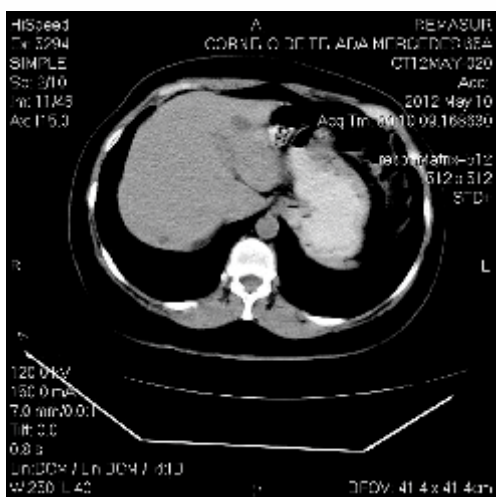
a y b: Tomografía helicoidal multicorte mostrando quistes hepáticos (a), microquistes renales y ectasia renal bilateral (b). (10 mayo 2012)
